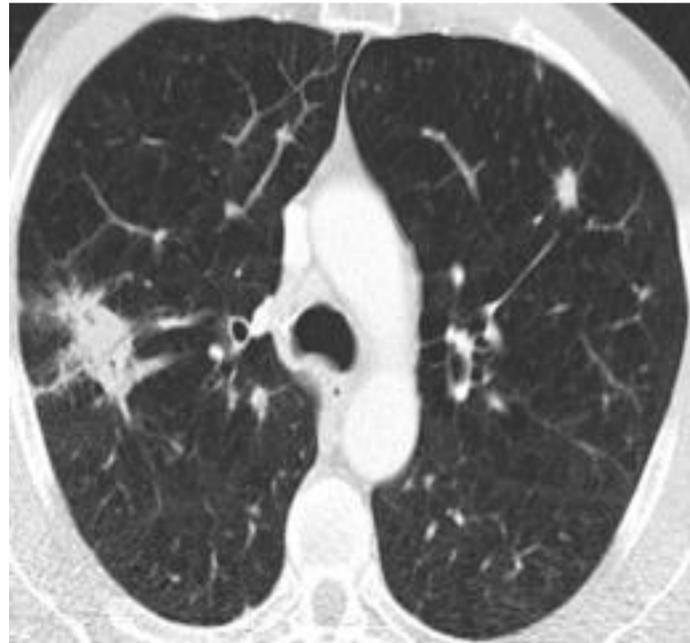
TC torácico con masa espiculada con tractos a pleura en LSD. Imágenes nodulares en ambos hemitórax sugestivas de metástasis, en contexto de moderado enfisema.
